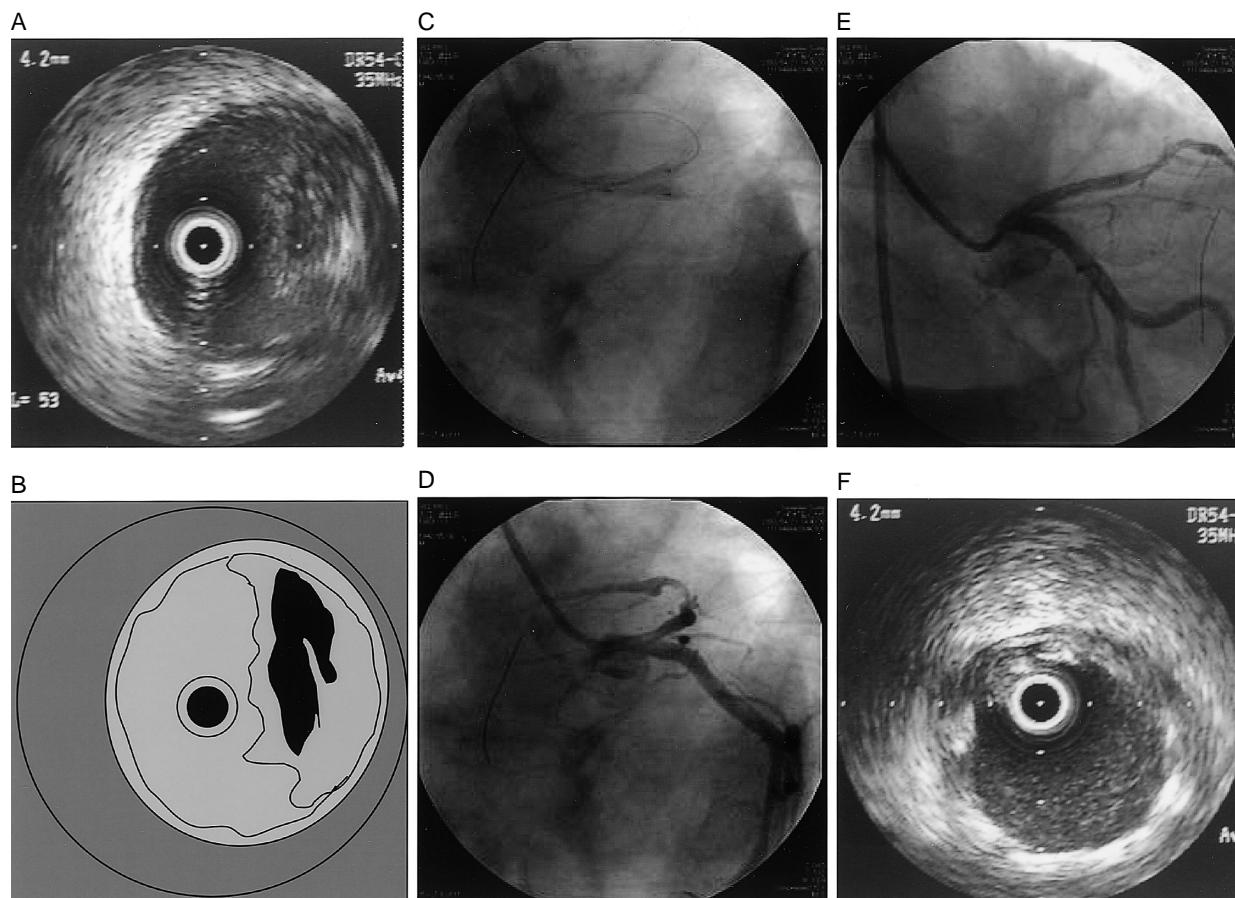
Percutaneous coronary intervention and ultrasound images before and after percutaneous coronary intervention
